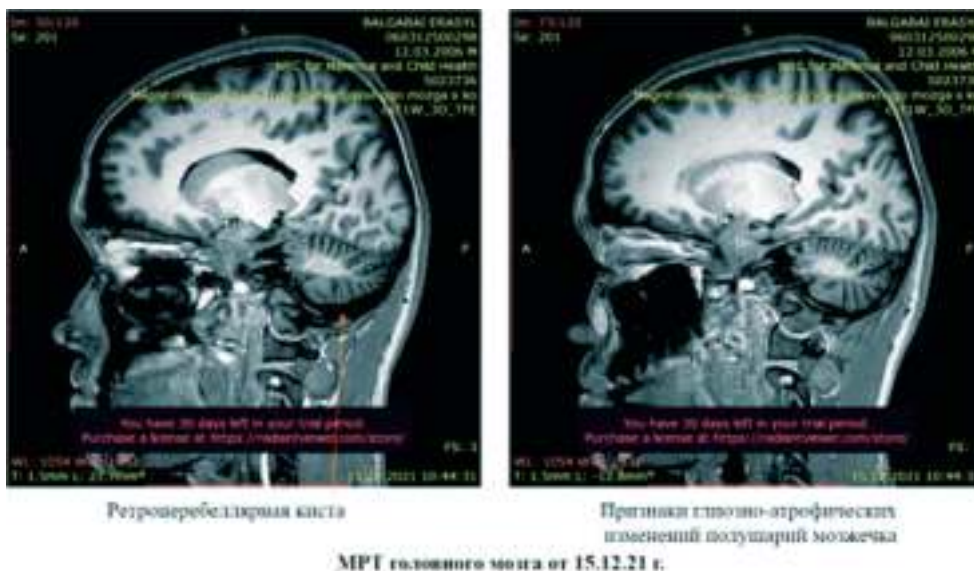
МРТ клинического случая с мутацией в гене ELOV4 и выраженной прогрессирующей атрофией мозжечка
